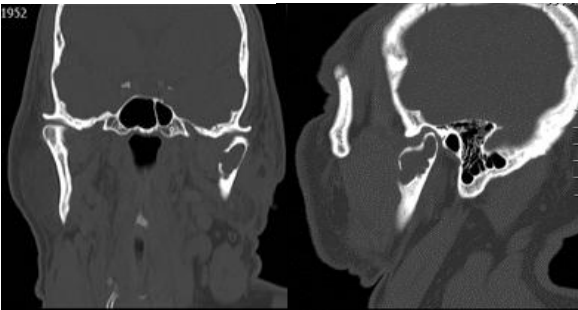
TC, se aprecia lesión quística con perforación de cóndilo mandibular izquierdo.
